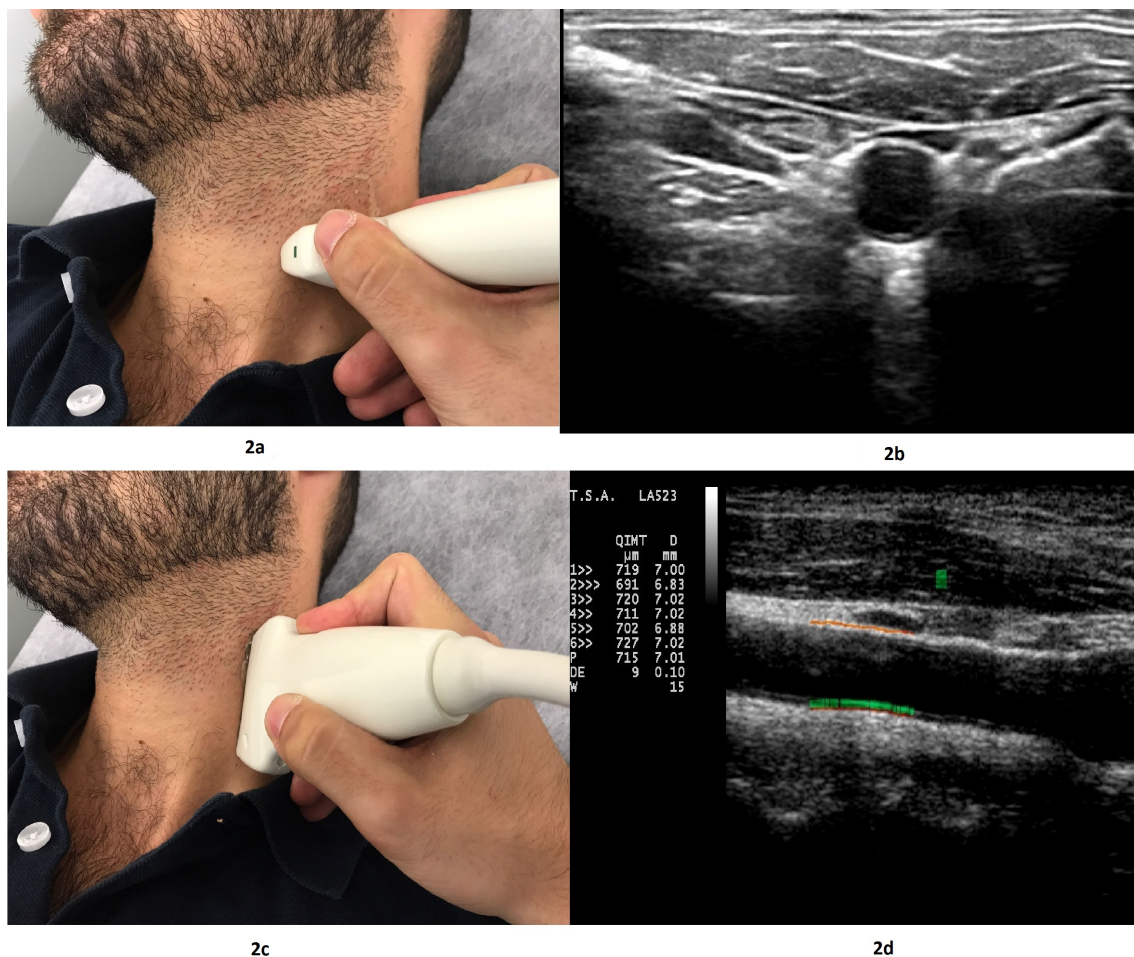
Neck position for transversal ultrasound (2a) and transversal common carotid ultrasound image (2b). Probe located 10mm proximal to carotid bifurcation (2c) and IMT measurement employing specific software.
